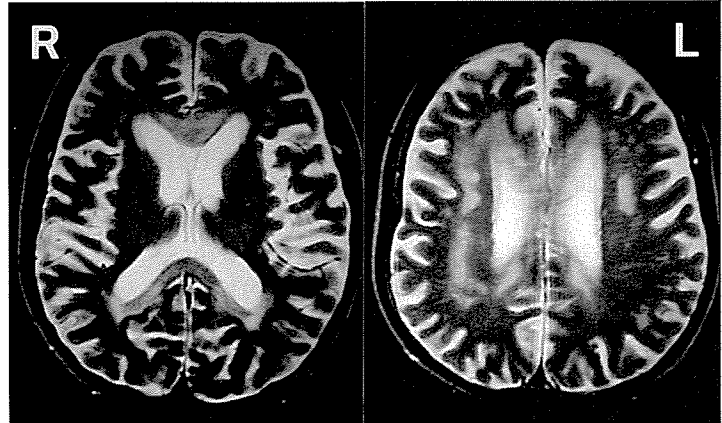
第11病日の頭部MRI (1.5T, SE法, TR4000, TE110), T<sub>2</sub>強調, 水平断像
